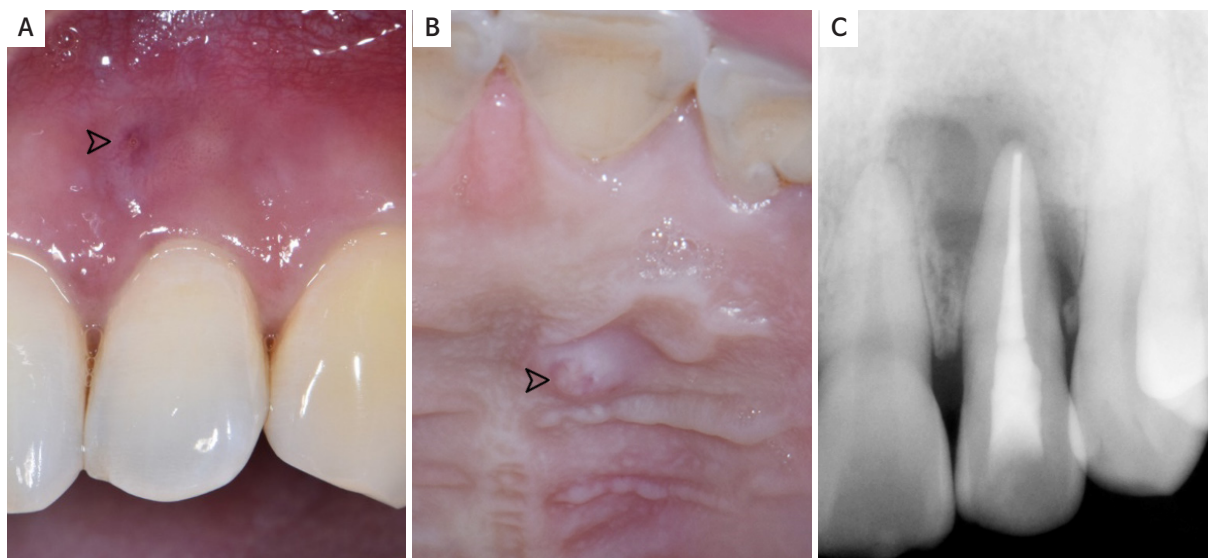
(A) Clinical photograph shows sinus tract on labial side (marked with an arrow). (B) Clinical photograph shows sinus tract on palatal side (marked with an arrow). (C) Periapical radiograph taken following canal filling on tooth #22.
